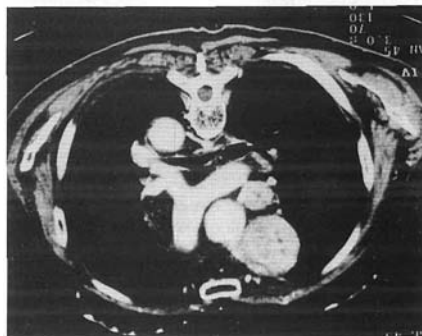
Caso No. 1 Tomografía axial computada que revela un tumor de mediastino superior y obstrucción de la vena cava superior.
